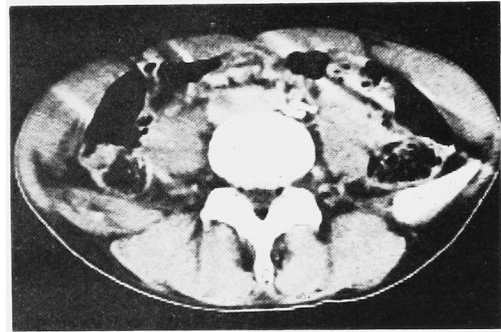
CT-scan shows complete disappearance of paraaortic mass.
